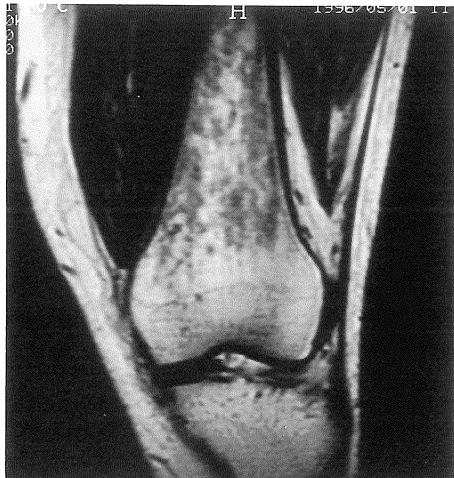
Red marrow hyperplasia in the distal femur in an asymptomatic 35-year-old female. T1-weighted coronal image of the knee (TR/TE=300/15) shows areas of decreased signal intensity indicative of hyperplasia of red marrow.
